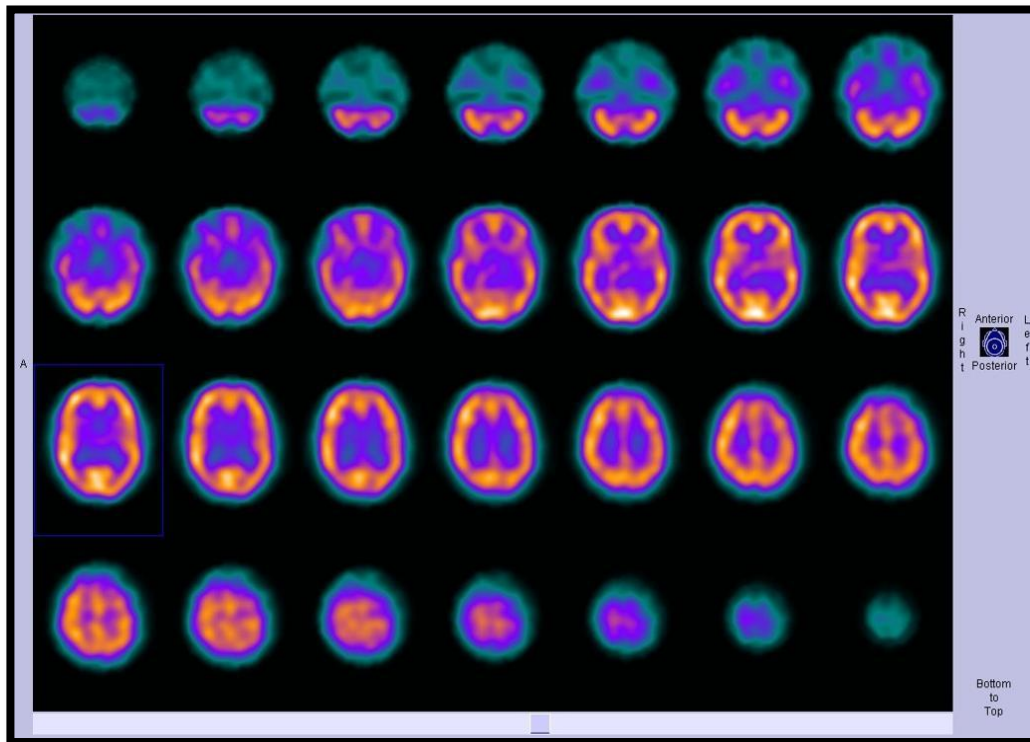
SPECT de perfusión cerebral con ^{99m}Tc -ECD normal. Tomado de Radiopaedia: <https://radiopaedia.org/cases/normal-brain-perfusion-spect>
